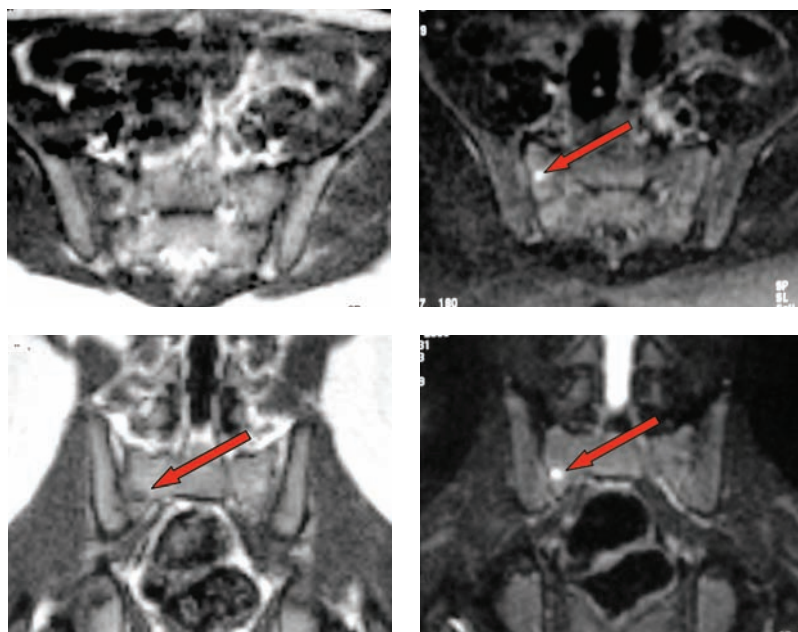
Osteoma osteoide. Esame RM (SE T1, FSE T2 e T2 Fat-Sat) piccola lesione focale ipointensa in T1 ed iperintensa in T2 all'ala sacrale dx.
